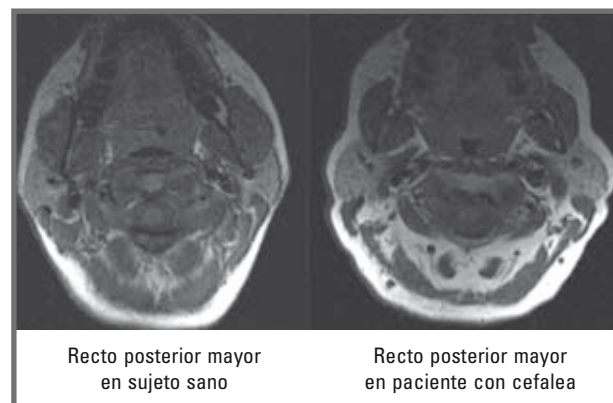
Atrofia del músculo recto posterior mayor de la cabeza en sujetos con CT crónica en comparación con sujetos sanos. Foto reproducida con permiso del autor (*adaptado de Fernández-de-las Peñas, et al.⁴⁵*).
